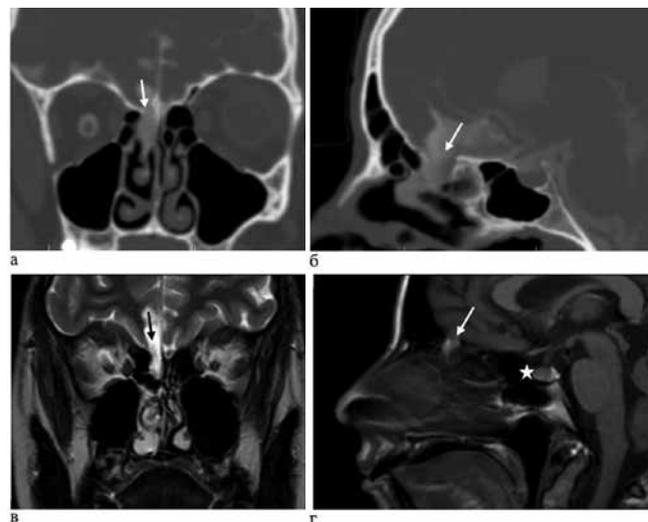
а – КТ головного мозга (фронтальная проекция) – дефект ситовидной пластинки справа (указан стрелкой); б – КТ головного мозга (сагиттальная проекция) – дефект ситовидной пластинки справа (указан стрелкой); в – МРТ головного мозга (фронтальная проекция, T2 режим проекция) – дефект ситовидной пластинки справа (указан стрелкой); г – МРТ головного мозга (сагиттальная проекция) – дефект ситовидной пластинки справа (указан стрелкой), синдром пустого турецкого седла (указан звездочкой)
